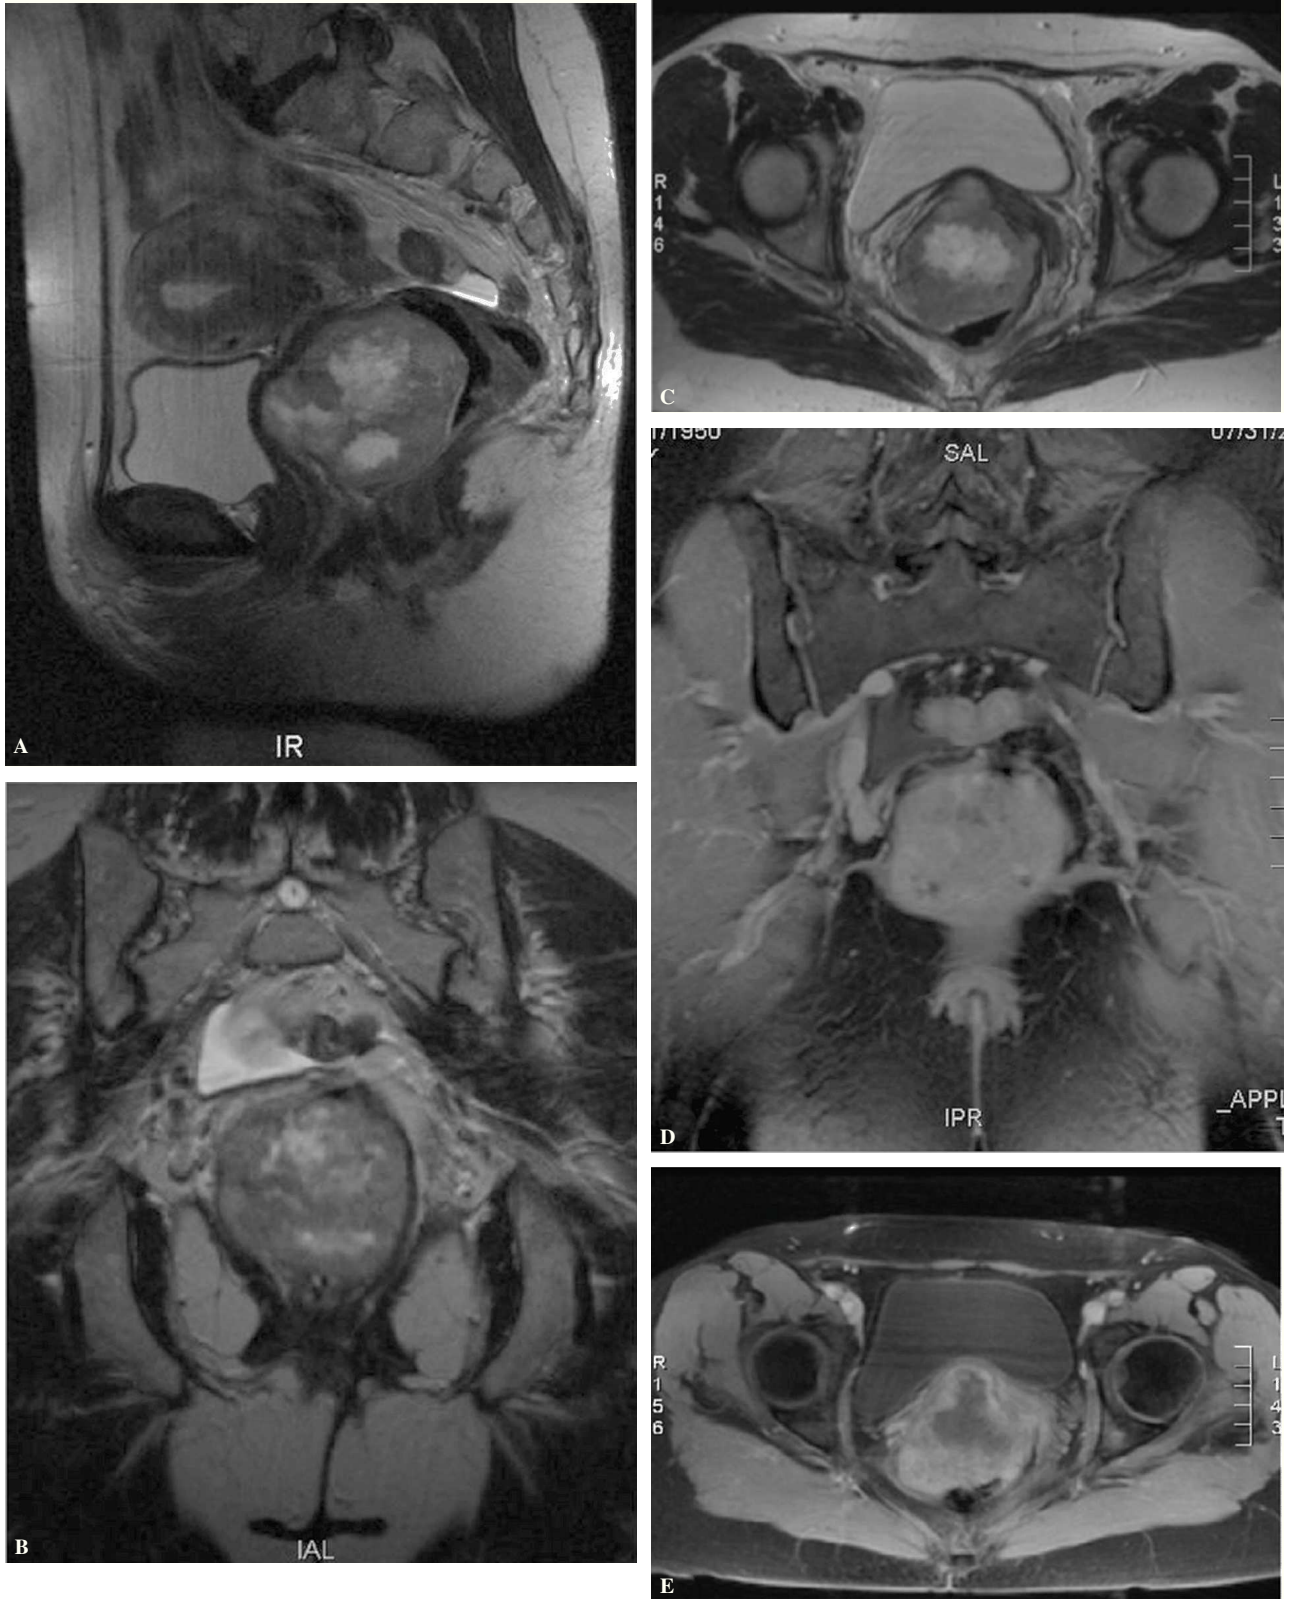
Resonancia magnética de GIST del tabique rectovaginal en secuencias T2-TSE sagital (A) coronal (B) y axial (C). Imágenes T1 con gadolinio, coronal GE-FS (D) y axial GE (E).
